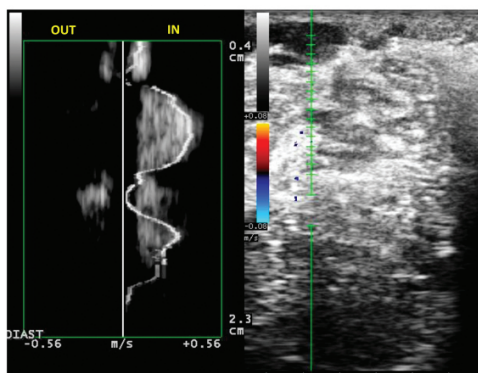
Il software QDP dotato di 250 volumi campione può permettere di determinare la direzione netta di flusso all'interno di una perforante con un tragitto tortuoso. In questi casi il colore non è dirimente poiché si avrebbero diverse composizioni di rosso e di blu, mentre il Doppler PW costringerebbe a diverse decine di campionamenti senza però rivelare la reale direzione di flusso. Nell'esempio in figura si vede molto bene come la perforante campionata presenta un flusso sempre direzionato verso il sistema venoso profondo durante la diastole muscolare.
